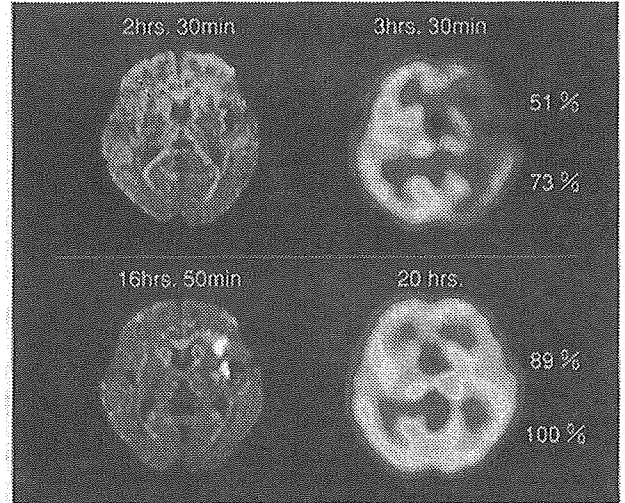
58歳, 男性. 左中大脳動脈閉塞症 (心原性脳塞栓症): 経動脈性血栓溶解療法前後のDWIと $^{99\text{m}}\text{Tc}$ -HMPAO SPECT
